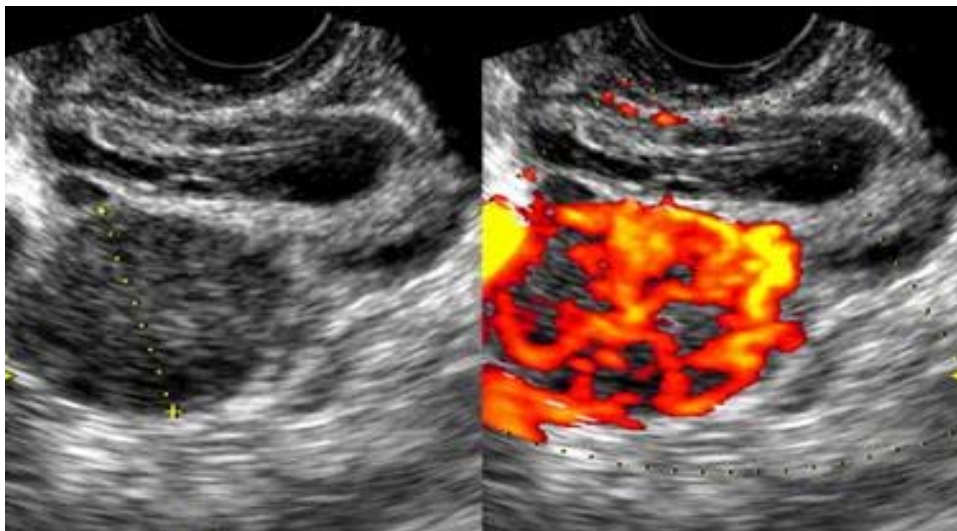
Sarcoma en ecografía 2D
